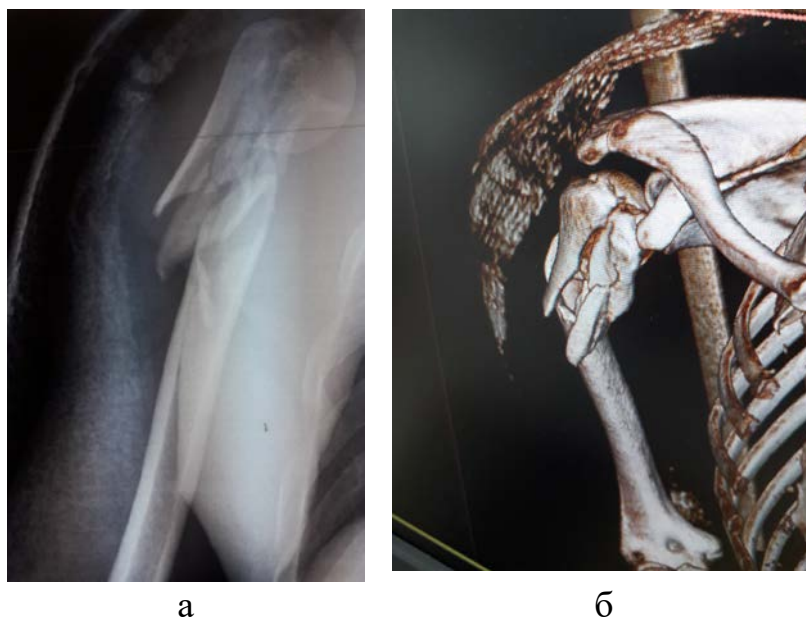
Фотовідбиток рентгенограми (а) та 3D-реконструкції (б) перелому хворого Н., 42 роки на момент госпіталізації.
